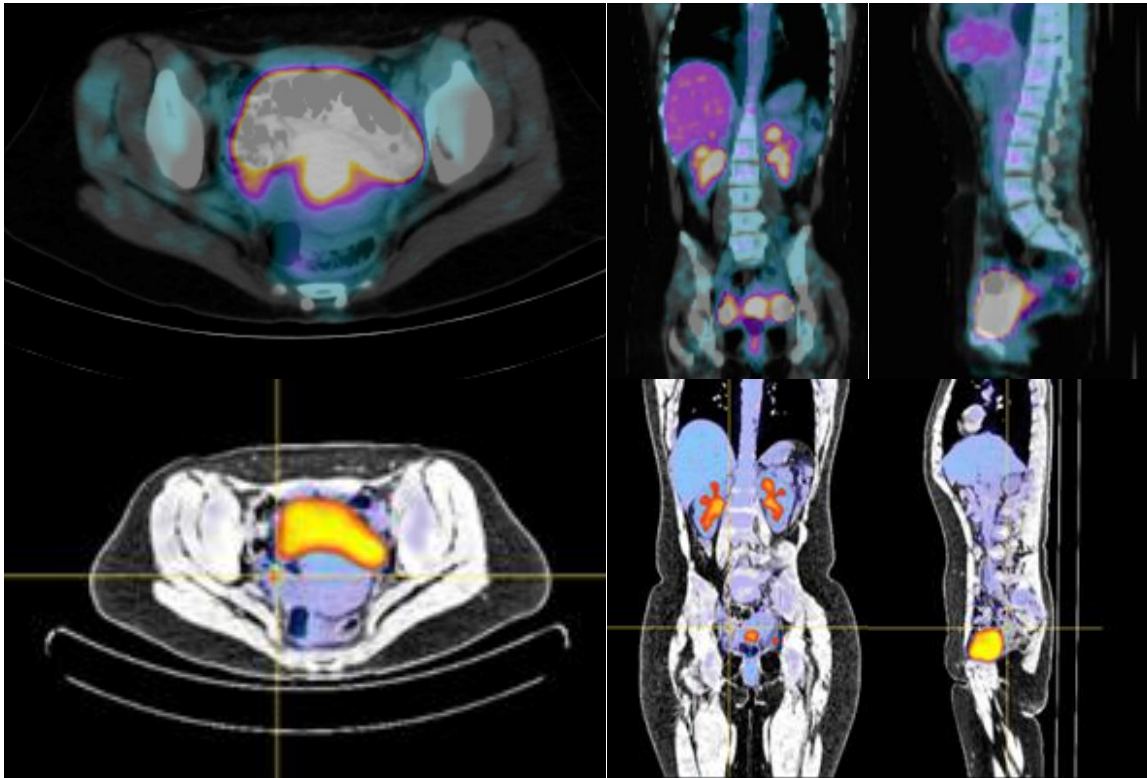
Imagens axiais, coronais e sagitais de ^{18}F -FDG PET/CT. As três imagens superiores mostram a visualização tradicional. As três imagens inferiores mostram os mesmos cortes após aplicação da fracção de captação normalizada.
